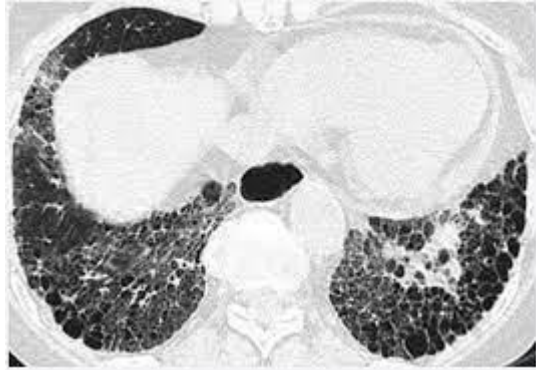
КТ при Covid-19 [з мережі Інтернет]
